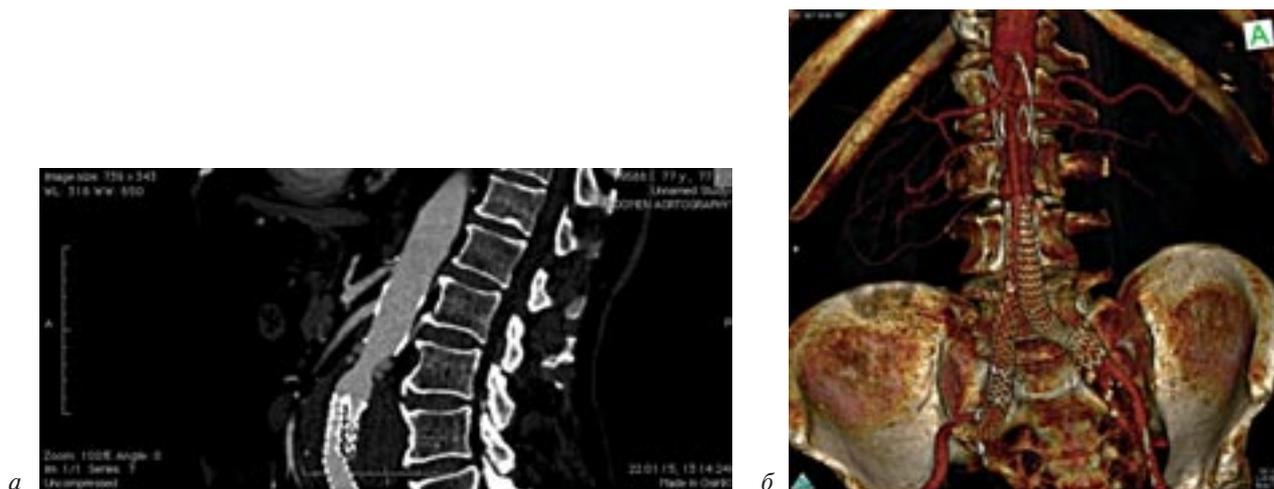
Контрольное МСКТ-исследование — эндоликов нет:
